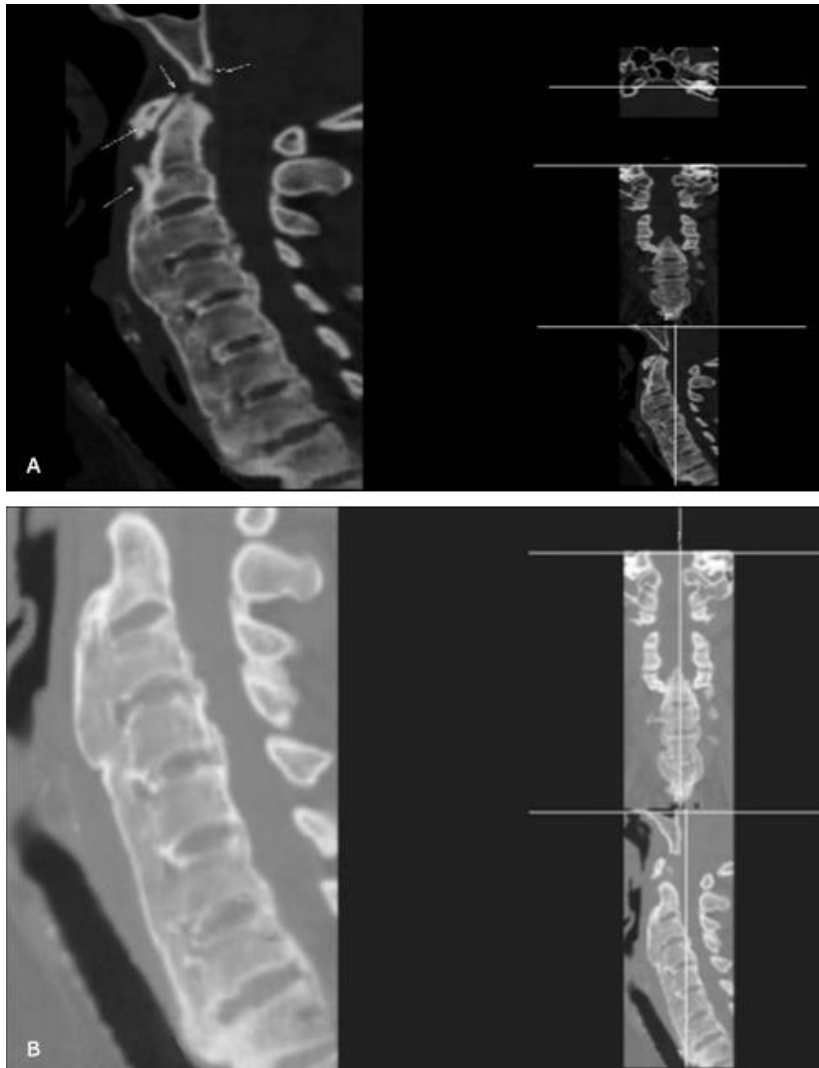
Resonancia magnética nuclear (IRM 19-98). Se observa rectificación de la lordosis cervical, cambios degenerativos vertebrales cervicales.
